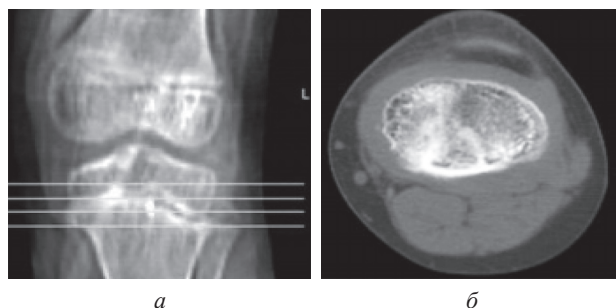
Компьютерная томография левого коленного сустава больной Н., 4 года, с ранним типом течения болезни Эрлахер–Блаунта в I–II стадии до лечения:
